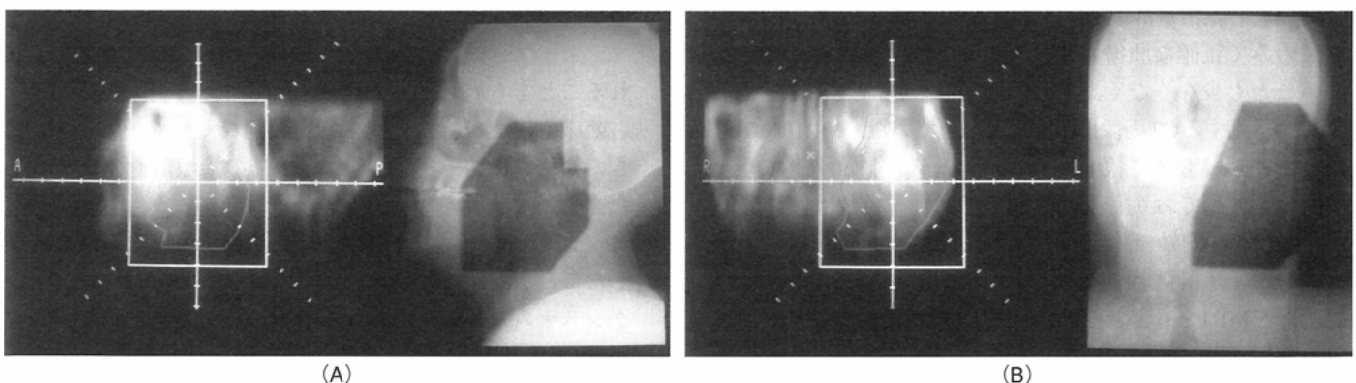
MRSS (Case: 10: metastatic tumor of mandible): Contour of target and radiation field from beam's eye view(reconstruction image of axial MR images) and portal films. [a: L-R portal, b: A-P portal]
